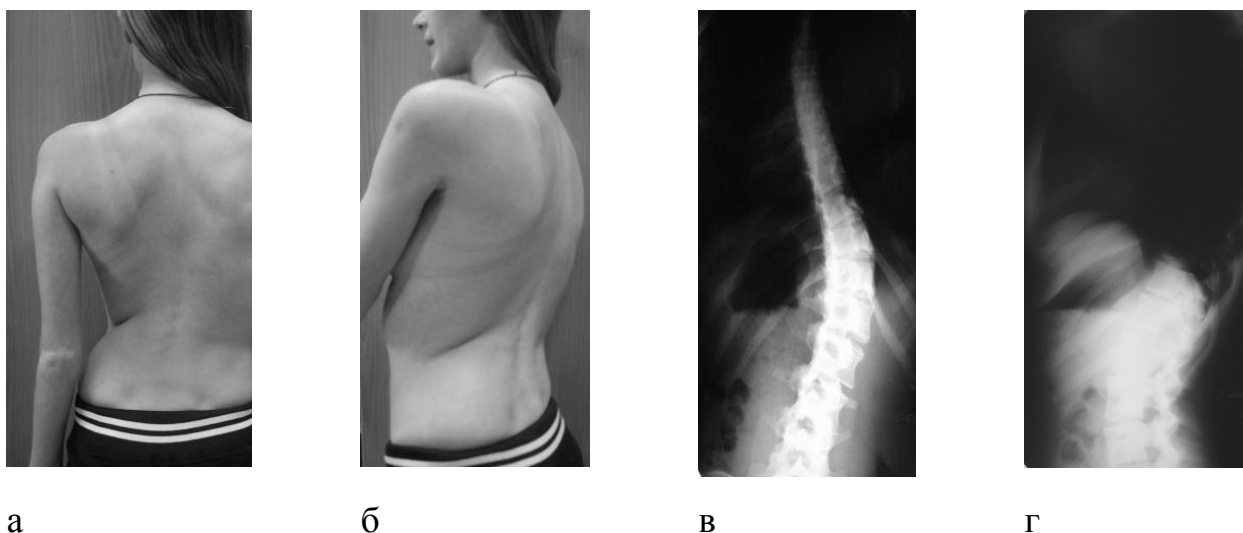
Пациентка К., 17 лет, до оперативного лечения: а, б – вид сзади и сбоку; в, г – рентгенограммы в прямой и боковой проекциях
